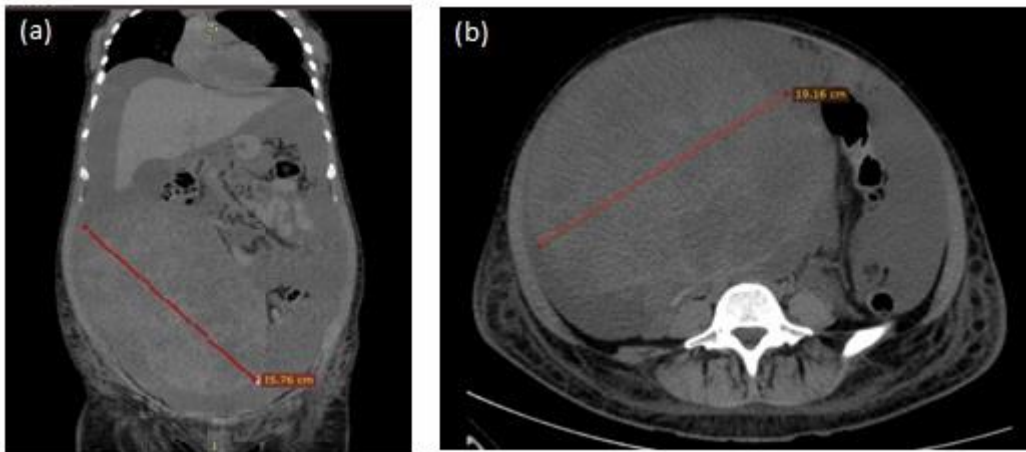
Imágenes representativas de tomografía de abdomen simple. (a): Corte coronal donde se observa tumoración abdominopelvica heterogenea de 25.76 cm (línea roja) y abundante liquido de ascitis (b): Corte axial con tumor de 19.16 cm (línea roja)
